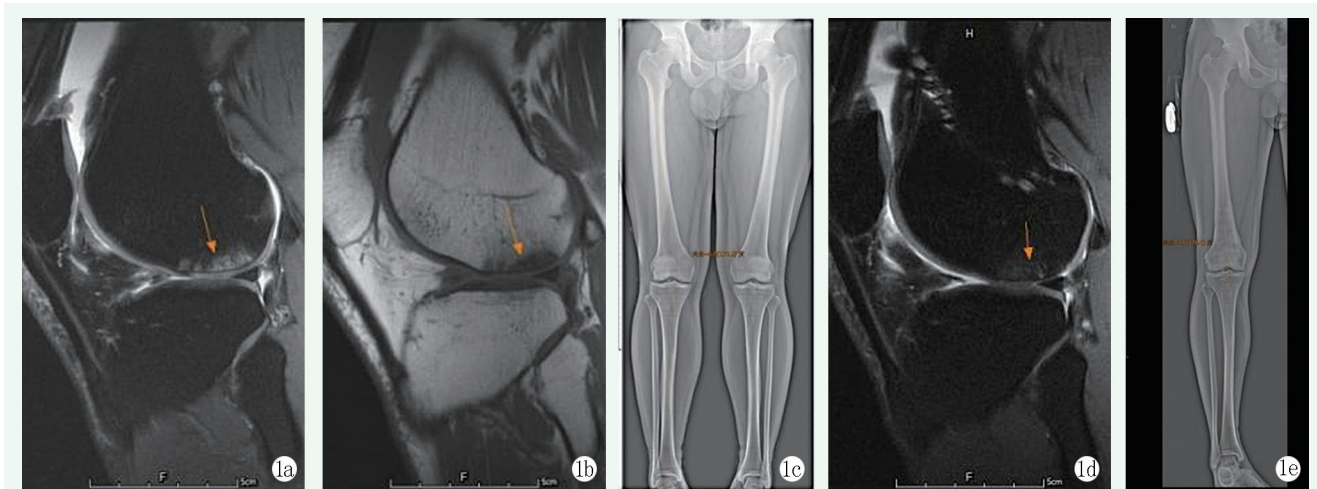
患者男性, 33 岁。1a, 1b: 术前 MRI 提示股骨外髁软骨损伤; 1c: 术前双下肢全长 X 线片显示右膝外翻; 1d: 末次随访 MRI 显示股骨外髁软骨信号减弱; 1e: 末次随访 (去除内固定), 见右下肢力线显著改善。
